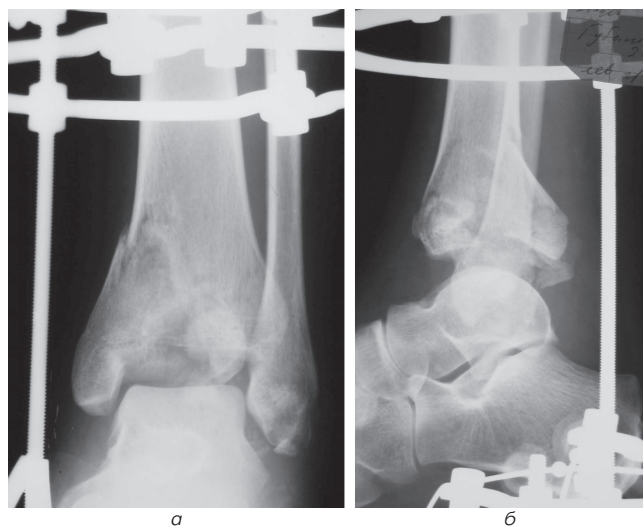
Рентгенограммы левого голеностопного сустава после операции в прямой (а) и боковой (б) проекциях. Имеется перерастяжение сустава, которое устранили на 2-е сутки.
